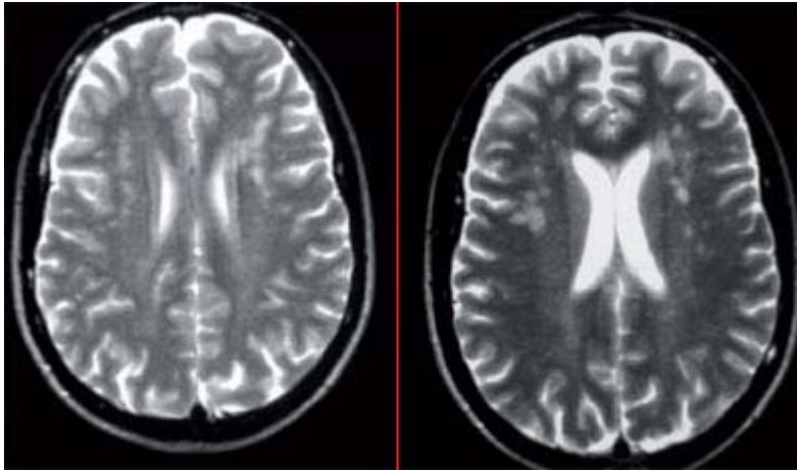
IRM T2 2e Écho. Femme 31 ans, maladie de Crohn, sécheresse oculaire et buccale. Polyarthralgies, céphalées FAN+ 1/1280, BGSA : stade III. IRM T2, 2e Écho : hypersignaux pathologiques non périventriculaires. Syndrome de Gougerot. Atteinte neurologique centrale au cours d'une maladie de Gougerot.
